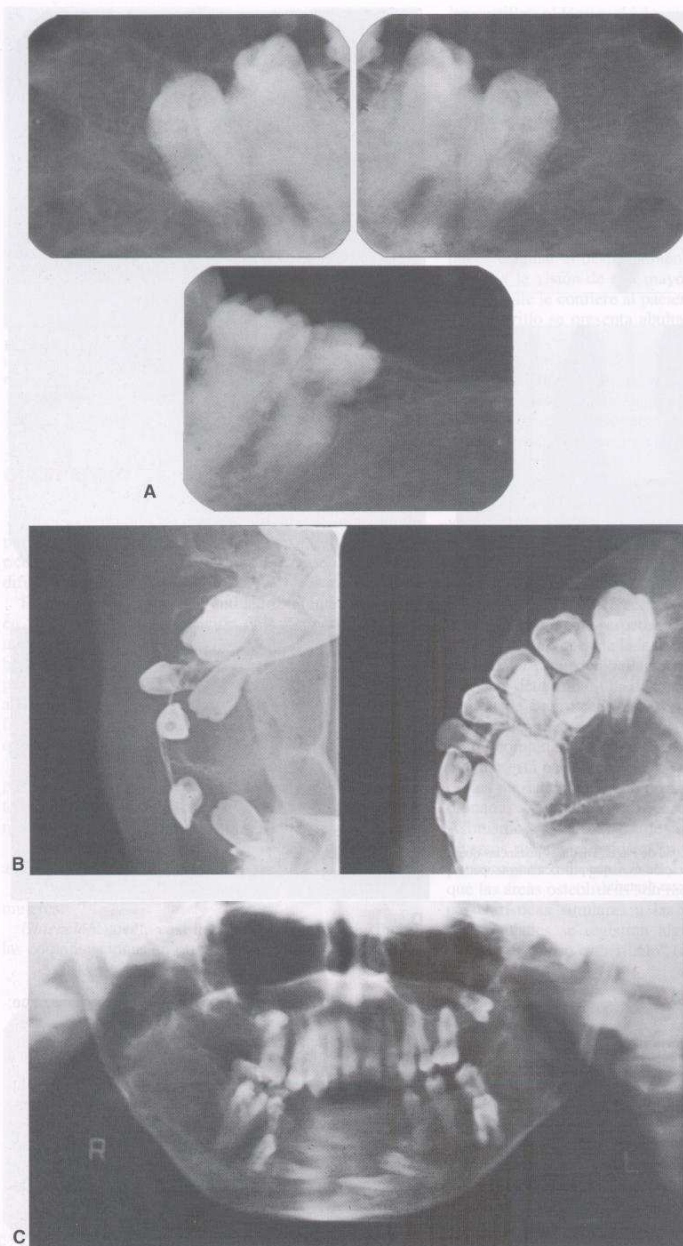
Querubismo. A, B y C, examen periapical, oclusal y panorámico. Lesión multilocular que se distribuye especialmente en el maxilar inferior. Expansión de la cortical externa y retención de diversas piezas dentarias.
